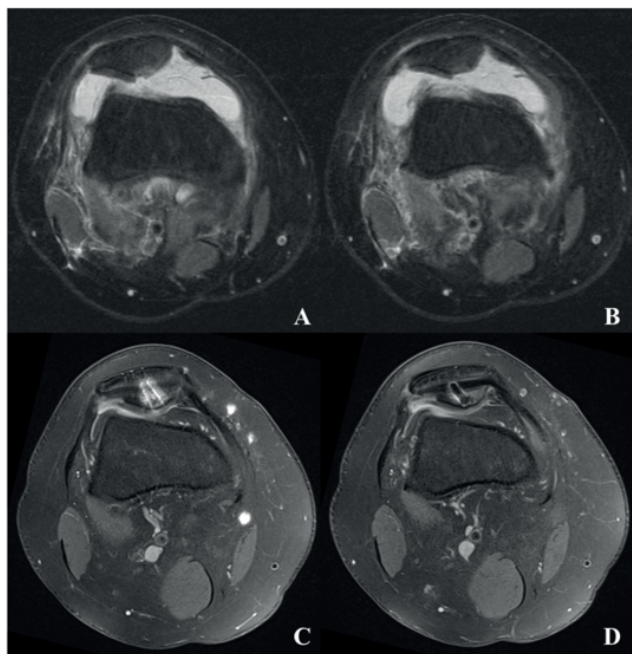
Comparison of preoperative axial MRI (A, B) and final post-operative axial MRI (C, D)
